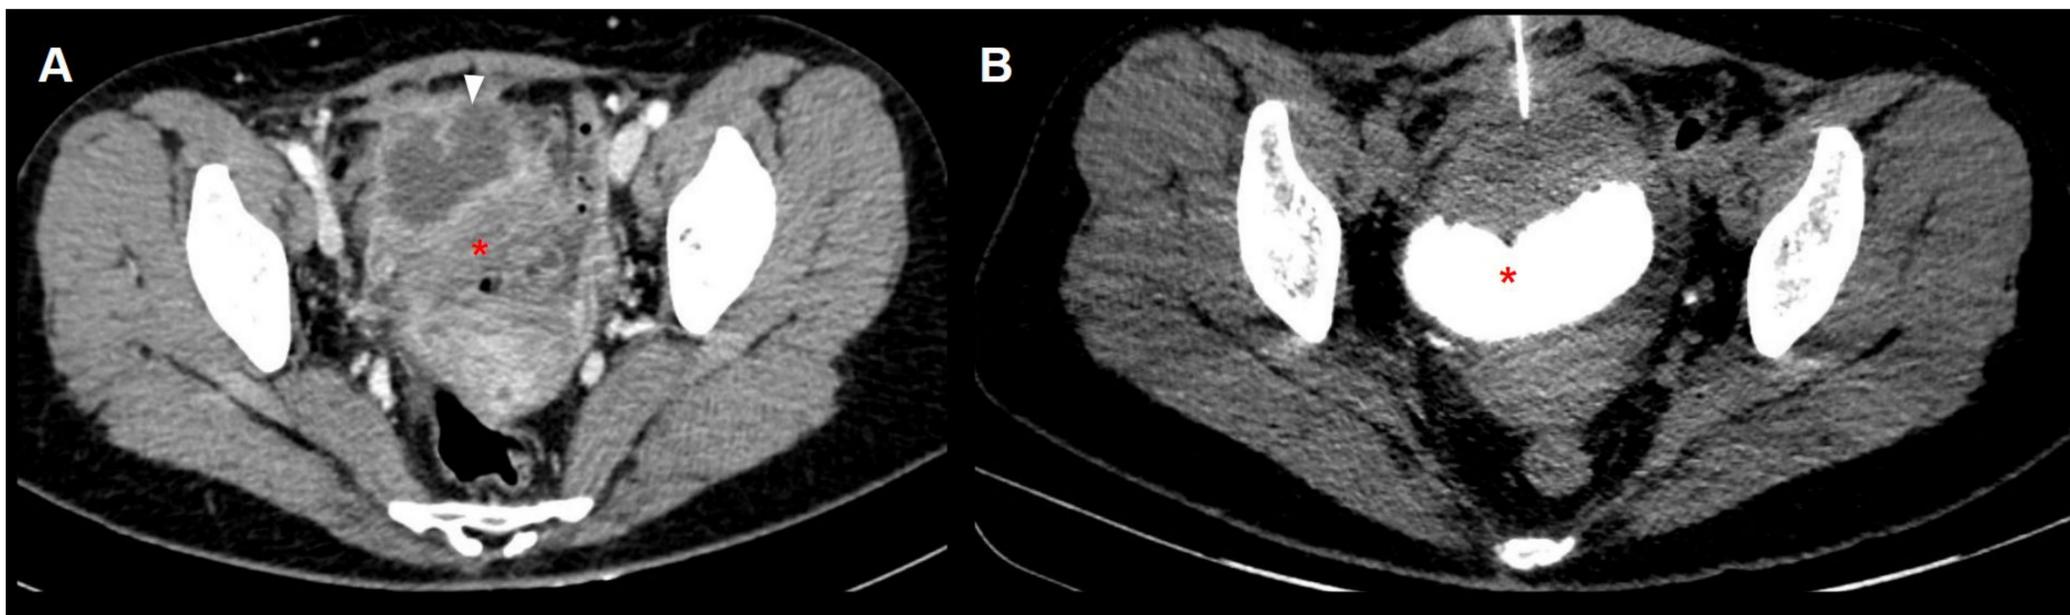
Uso de contraste endovenoso para opacificar la vejiga urinaria y obtener líquido en un paciente con quiste de uraco sobreinfectado. TC axial con colección irregular en espacio prevesical (A), siendo la vejiga urinaria de difícil delimitación. Imagen de fluoro-TC (B) tras la administración de contraste endovenoso que muestra la opacificación y delimitación de los márgenes de la vejiga, permitiendo una colocación segura de la aguja en la colección prevesical.
